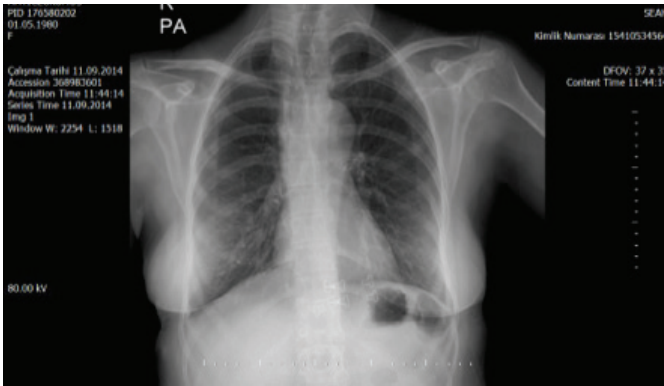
Posterioranterior akciğer grafisinde sağ boyun bölgesinde şişlik ve sağ mediastende genişleme.
